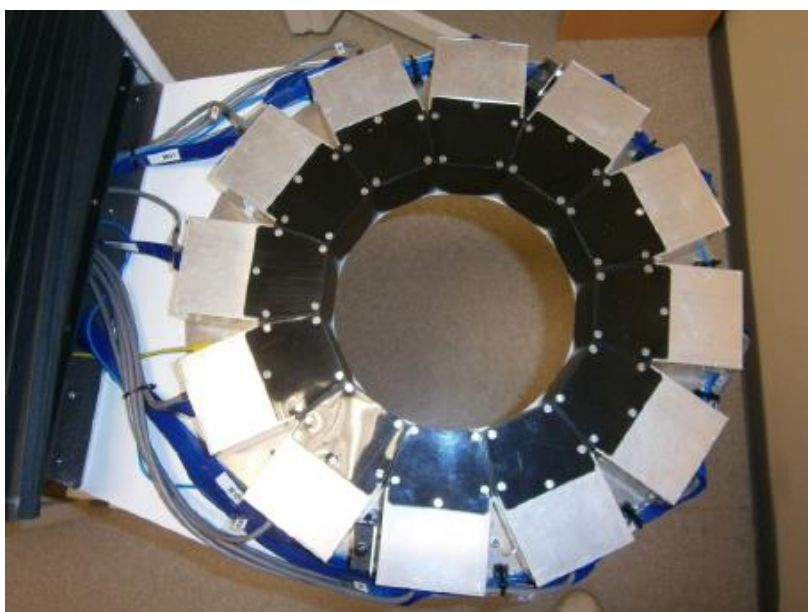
Diseño del anillo de mammiPET. Fuente: García Hernández et al. Performance evaluation of a high resolution dedicated breast PET scanner. Med. Phys. 43 (5), May 2016
